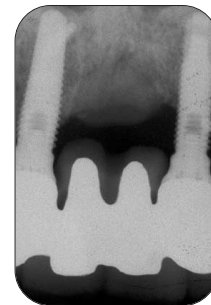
Periapical X-ray of final prosthetics after function.
